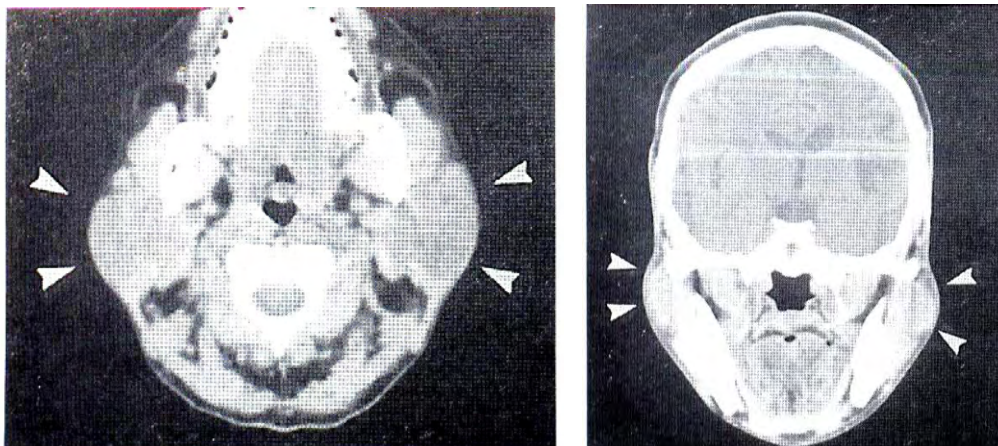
Tomografía computarizada.²⁴
